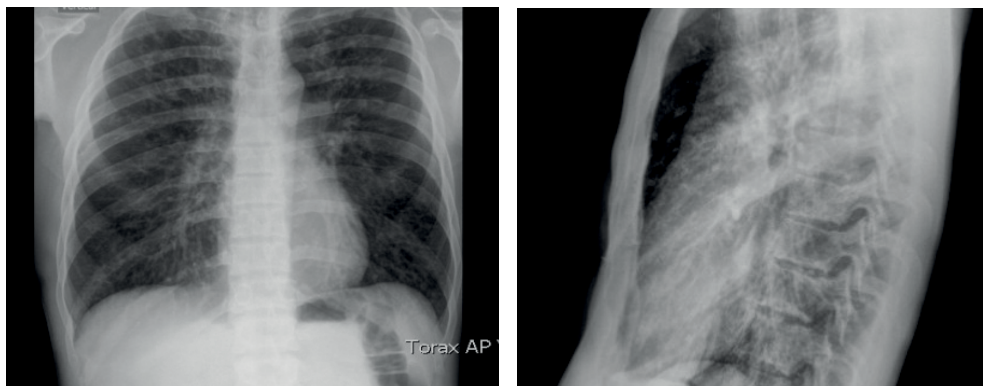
Radiografía de tórax. Se observan infiltrados intersticiales difusos bilaterales.
